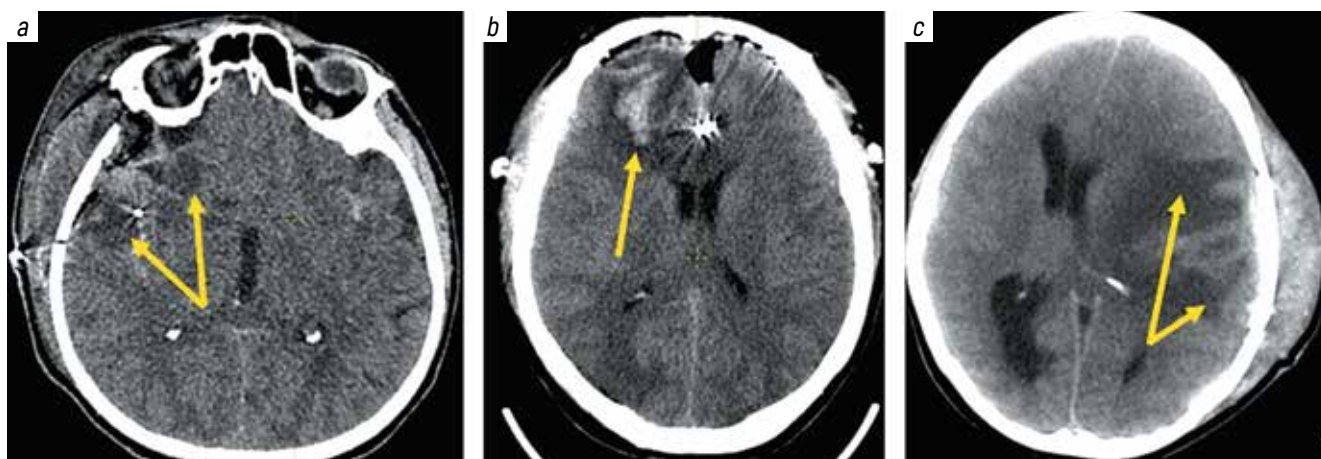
Results of brain computed tomography after surgery, axial projection: a – area of ischemia in the surgical zone, volume 18 cm³; b – area of edema-ischemia in the surgical zone with hemorrhagic soak, volume 90 cm³; c – growth of edema-ischemia area from 41 to 96 cm³. Arrows point at areas of ischemia
